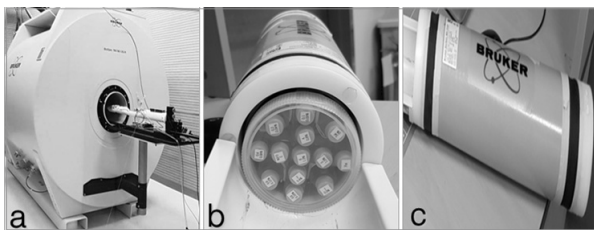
MRI 장비(a) 및 Volume 코일(b,c)
